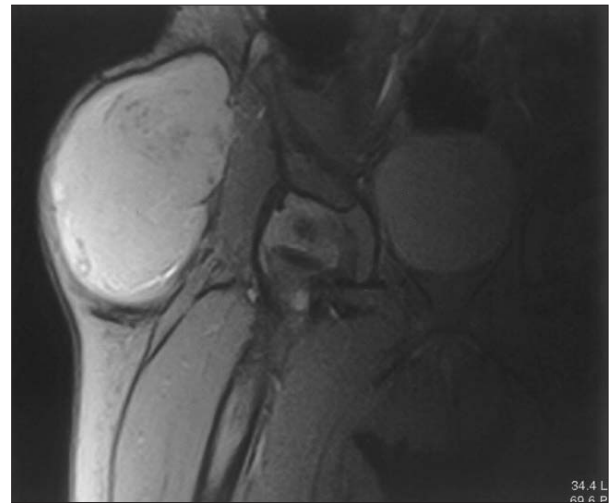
Resonancia magnética: gran masa en el tejido celular subcutáneo, que desplaza sin infiltrar la musculatura glútea. Se identifican imágenes de vacío de señal propias de estructuras vasculares.
